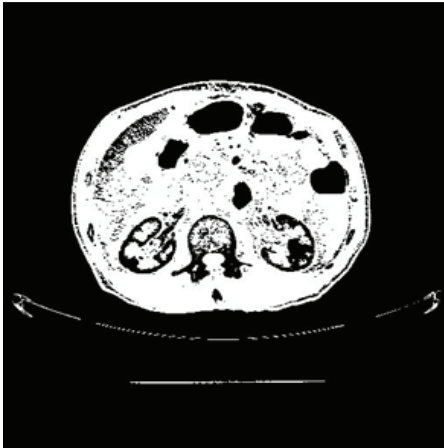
복부 CT 영상의 문턱치기법 결과 2
